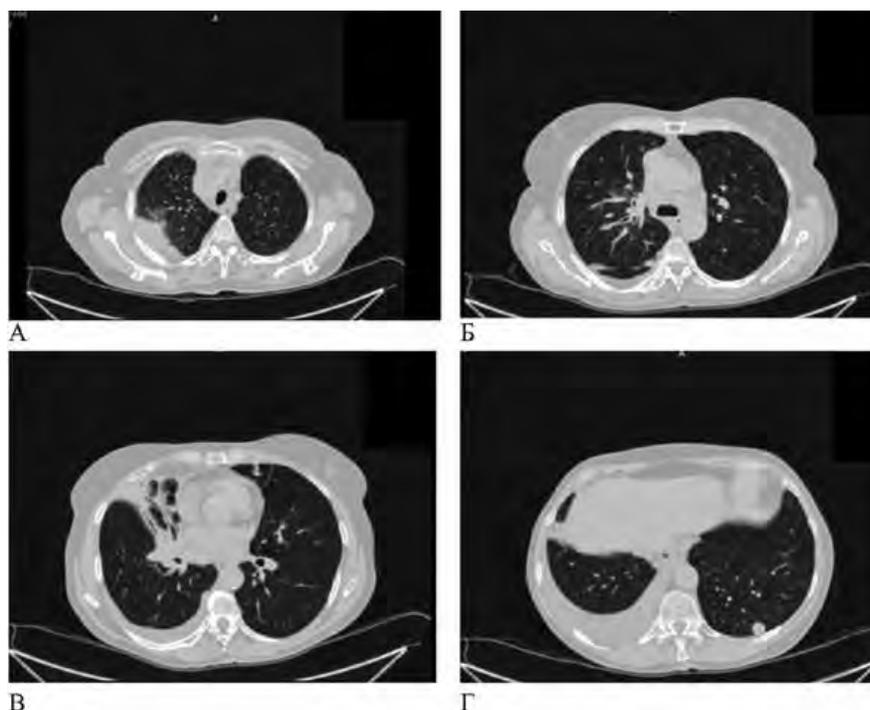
Пациентка Н., КТ органов грудной клетки перед началом лечения: а) образование вдоль костальной плевры в верхней доле правого легкого (71 × 29 мм); б) полисегментарно расположенные очаговые образования в паренхиме легких с обеих сторон; в) ателектаз средней доли правого легкого, сдавление среднедолевого и сегментарных бронхов средней доли; г) жидкость в правой плевральной полости, толщина слоя до 26 мм; образование в S6 левого легкого размерами до 6 × 10 мм.
